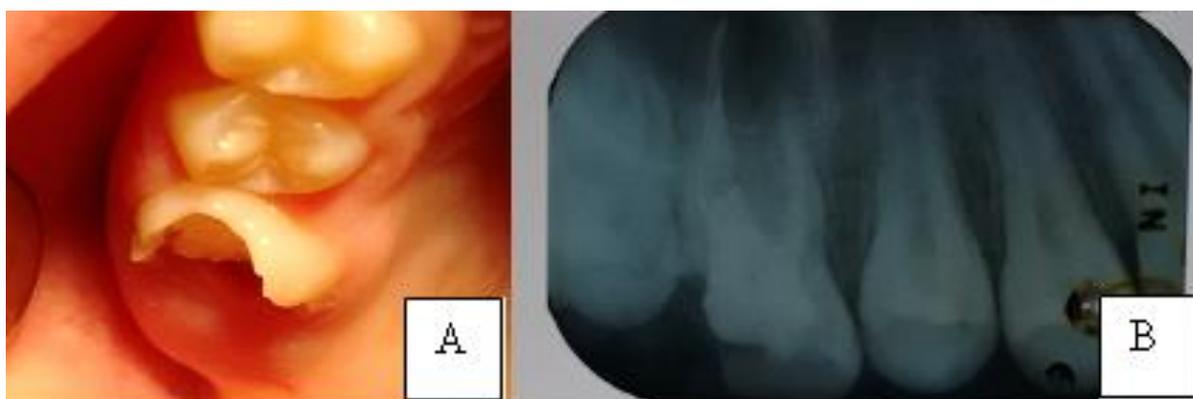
Aspecto inicial do dente 16, com remanescentes coronários. B. Radiografia do dente 16, apresentando tratamento endodôntico satisfatório.
